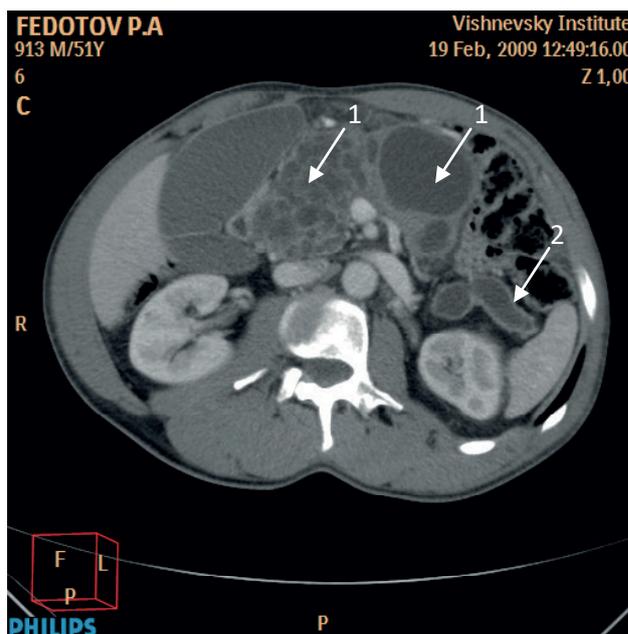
КТ-изображение ВПМО с поражением головки и тела ПЖ. Венозная фаза. Аксиальный срез. 1-ВПМО, 2-расширенный ГПП.
